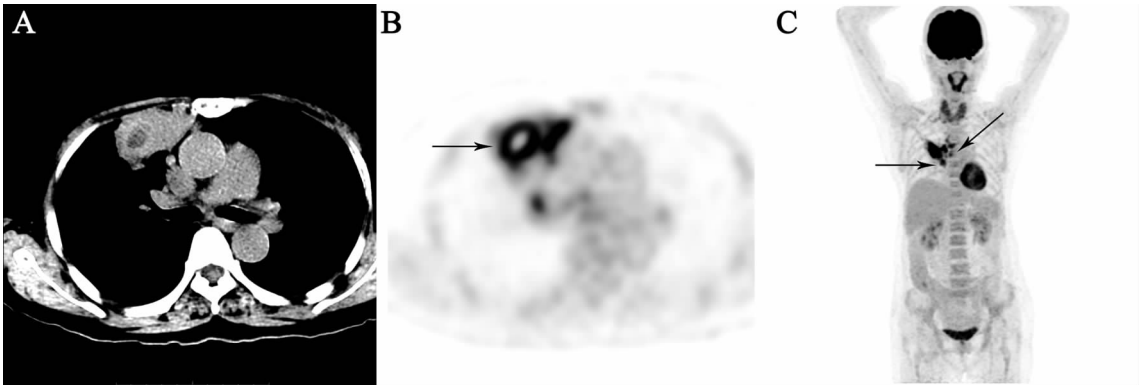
例 1 表现为高代谢的肺部空洞病灶 IgG4-RILD 患者 PET/CT 影像
